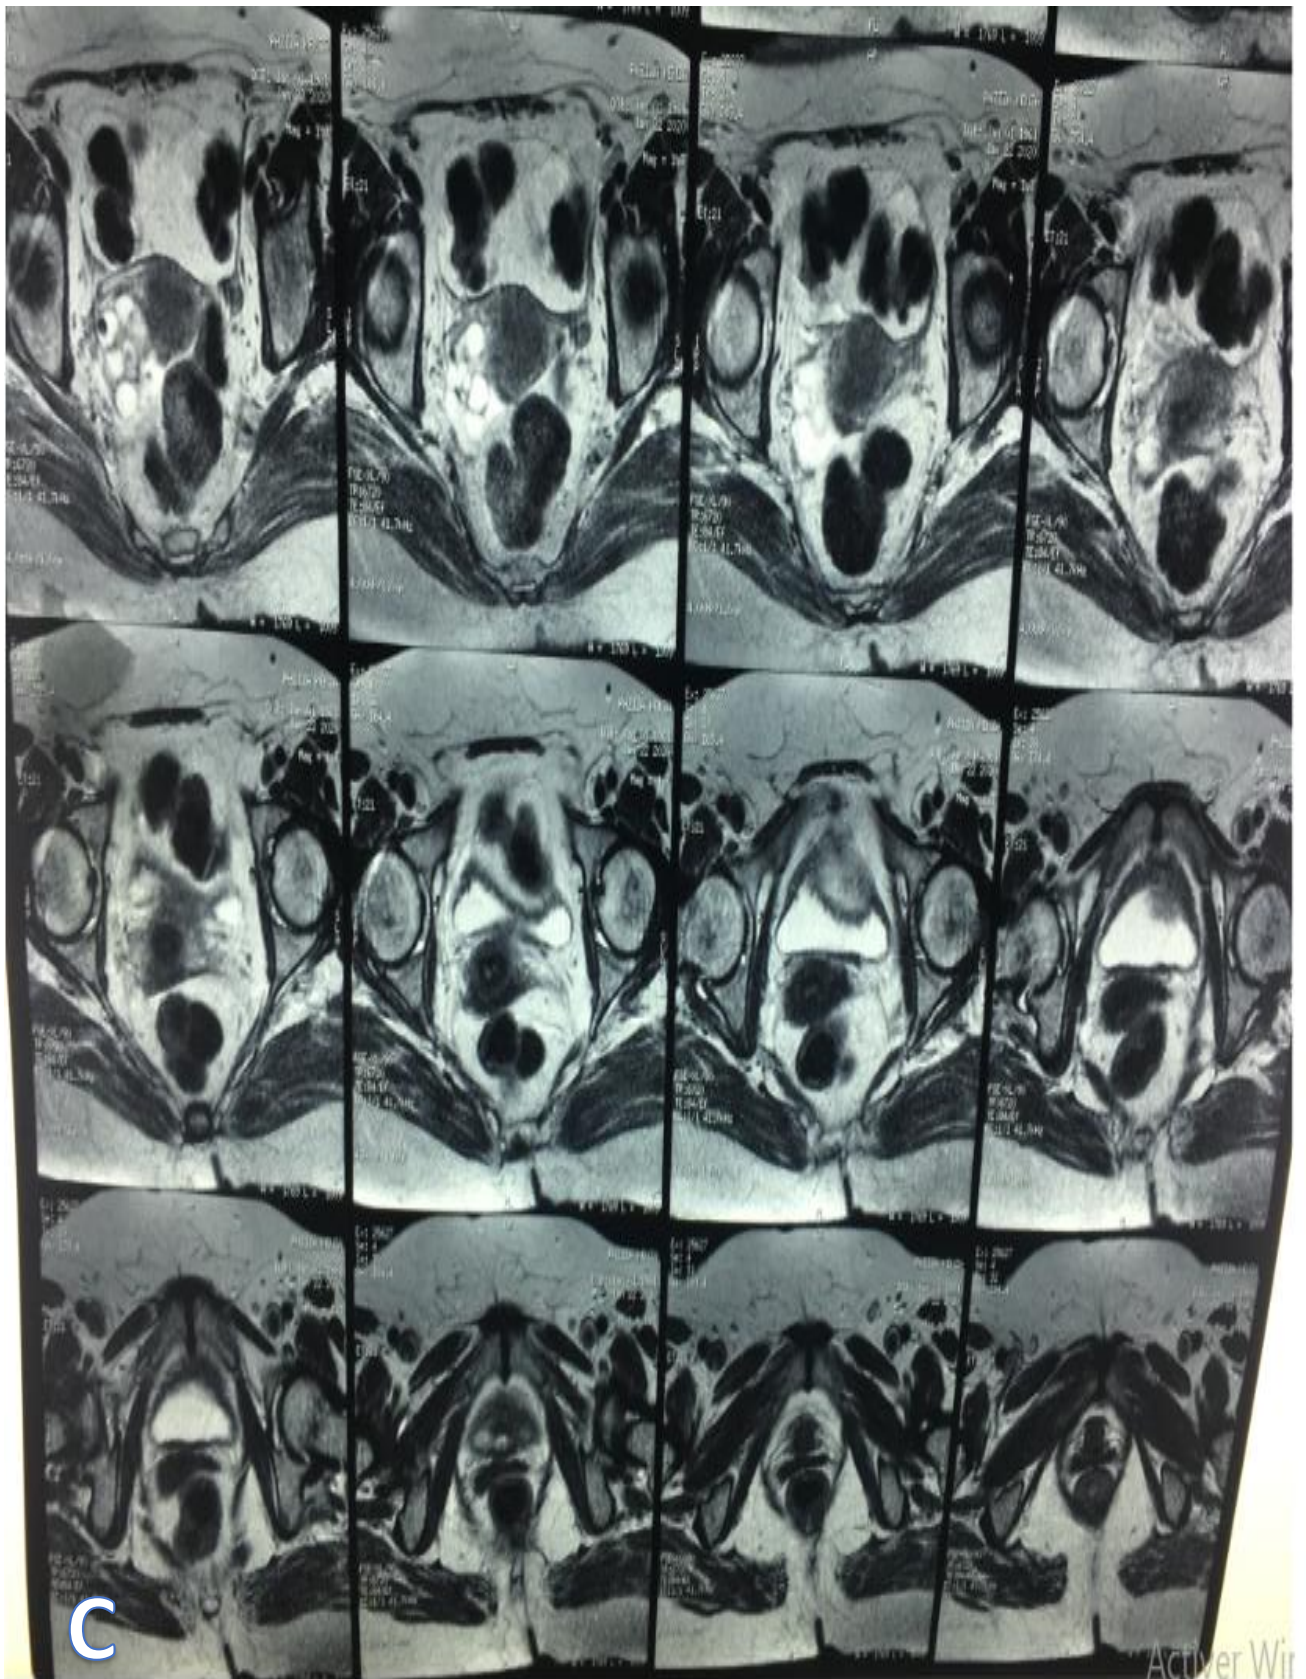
A+B+C : IRM pelvienne : coupe axiale en séquence pondérée T2
